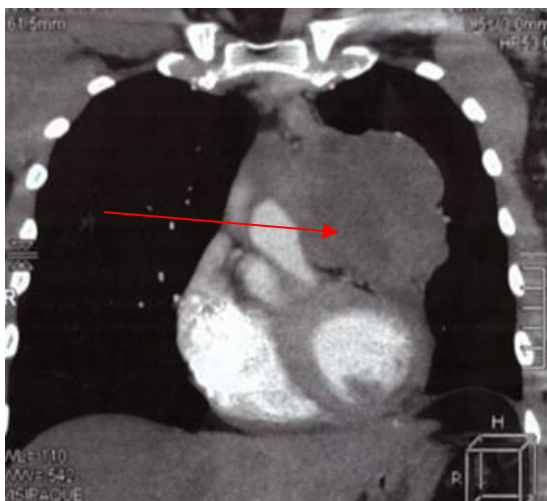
МСКТ пациента К, инвазия тимомы.
